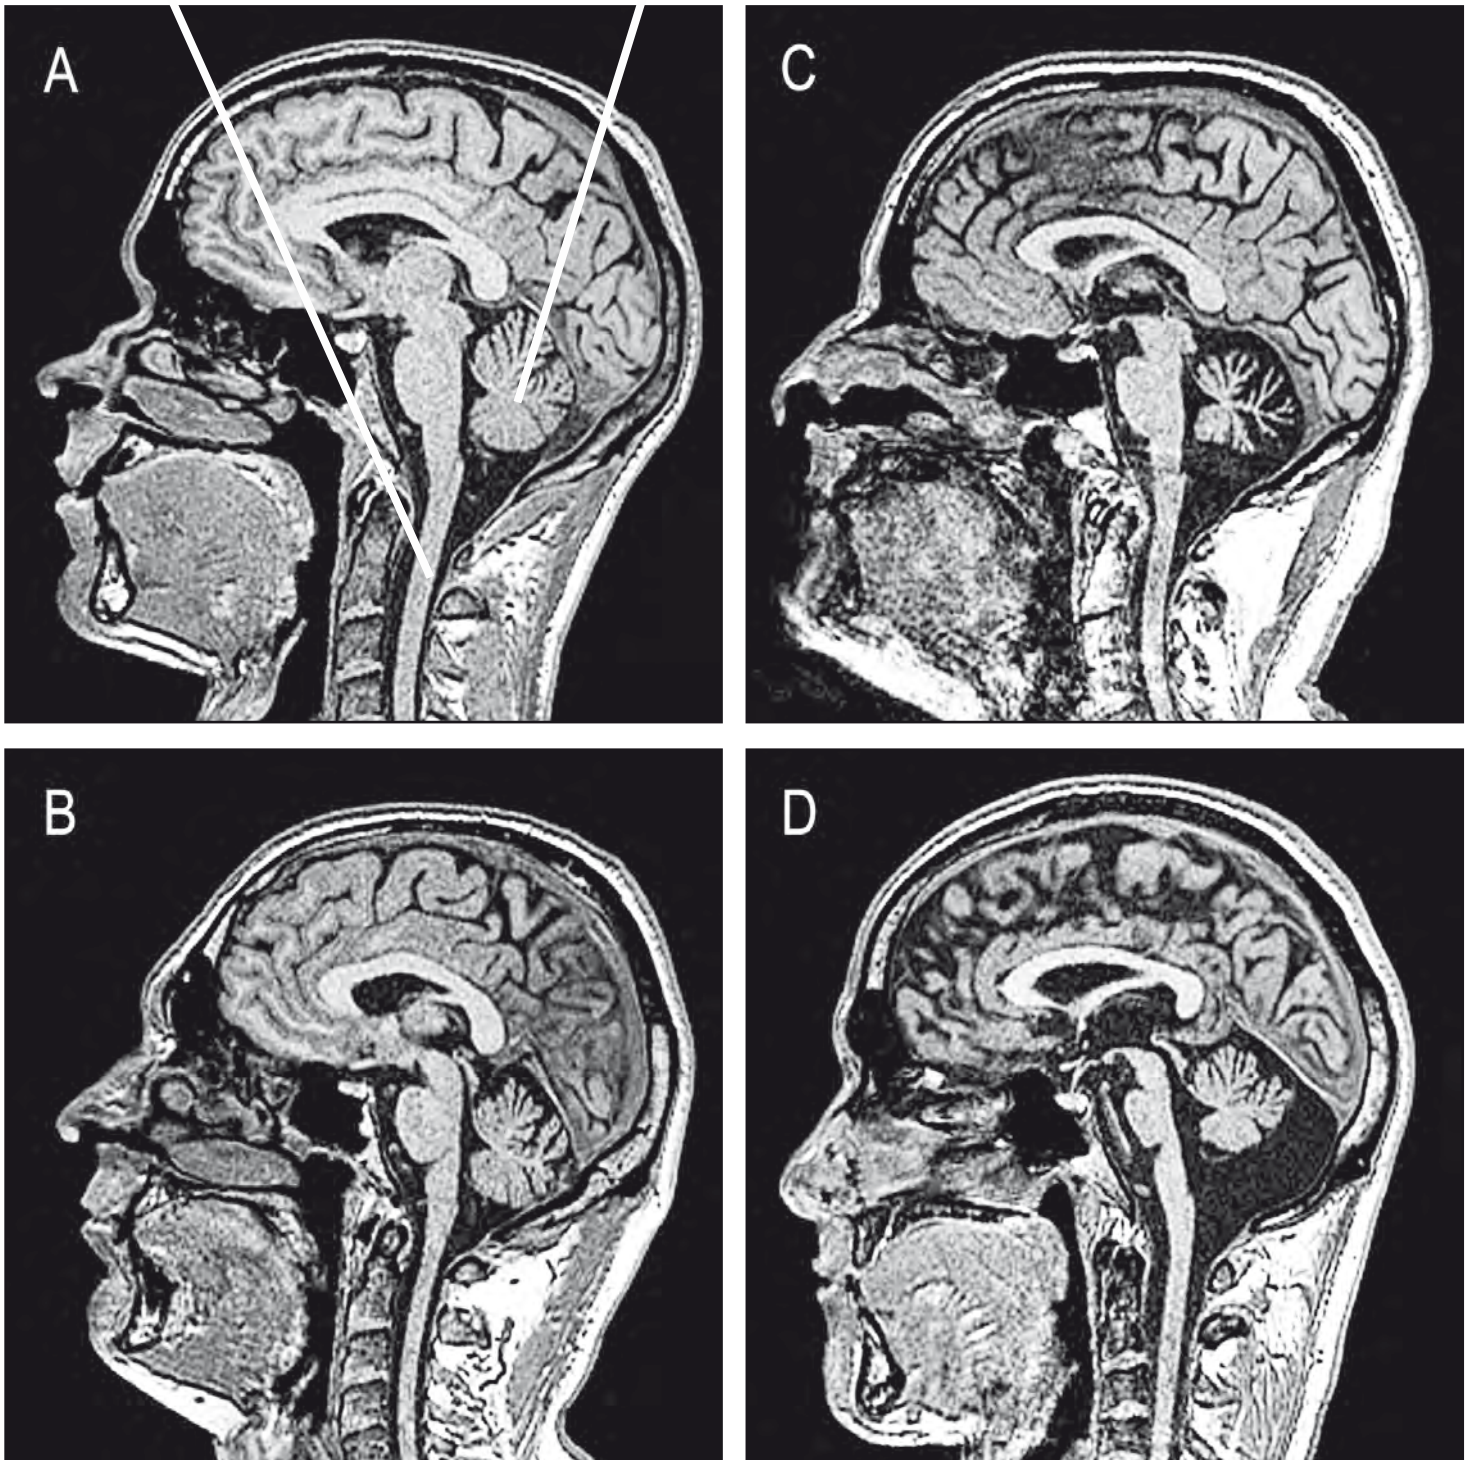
MRT des Gehirns – ein Vergleich eines Gesunden mit Heredo-Ataxie-Erkrankten
